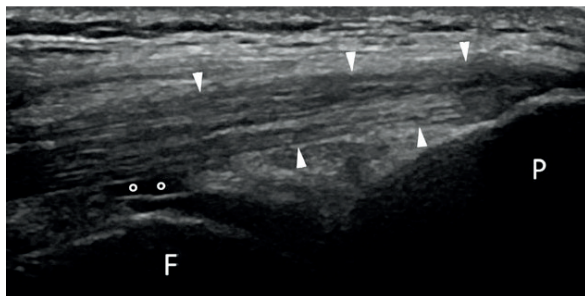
УЗИ передней поверхности коленного сустава в продольной проекции<sup>1</sup>:
